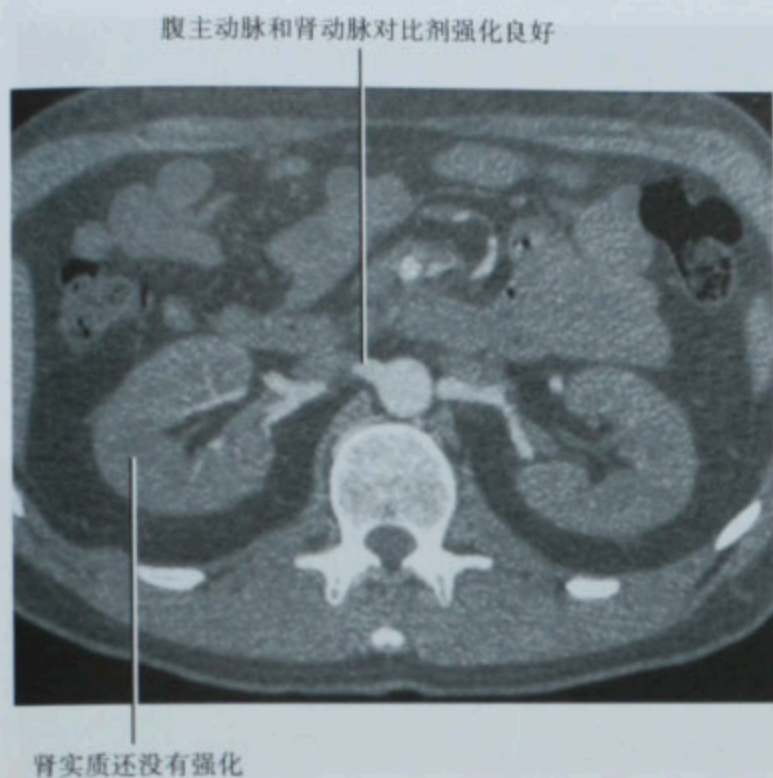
CTA,对比剂增强动脉早期轴位 CT 图像
